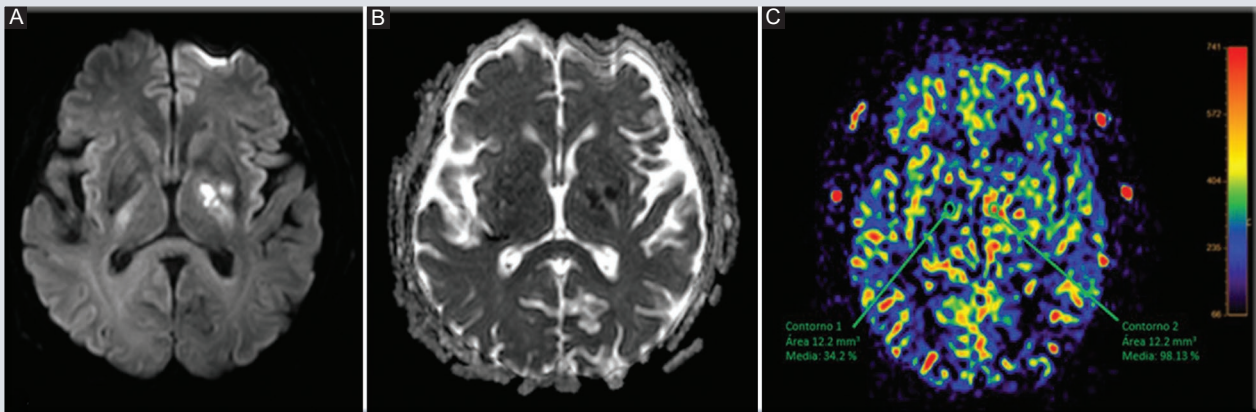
Hombre de 60 años. A y B: DWI con correspondiente mapa de ADC evidenciando restricción a la difusión en ganglios de la base, afectando especialmente el brazo posterior de la cápsula interna. C: *spin labeling* arterial con aumento cualitativo de la perfusión y cuantificación de flujo sanguíneo cerebral (98.1/100 mg/ml/s en la zona afectada vs. 34.2 mg/ml/s en área contralateral en espejo) en relación con EVC isquémico hiperagudo. EVC: evento cerebro vascular.
